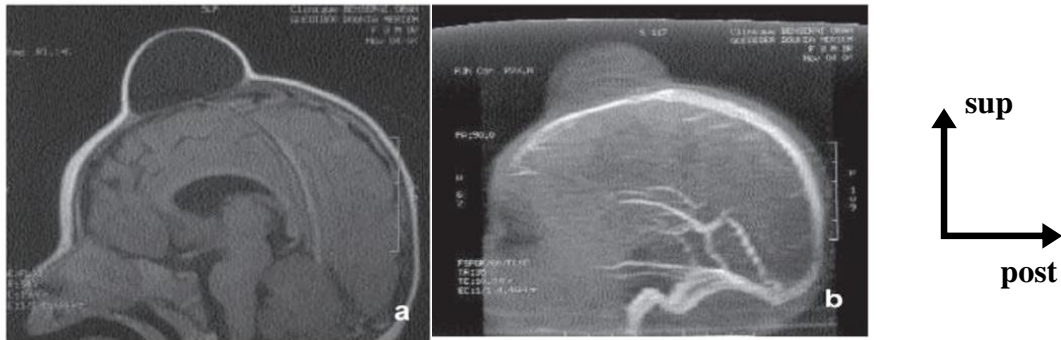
a.b. : IRM sagittal sans et avec IV de gadolinium montrant son rapport avec le sinus sagittal [3, 4].
